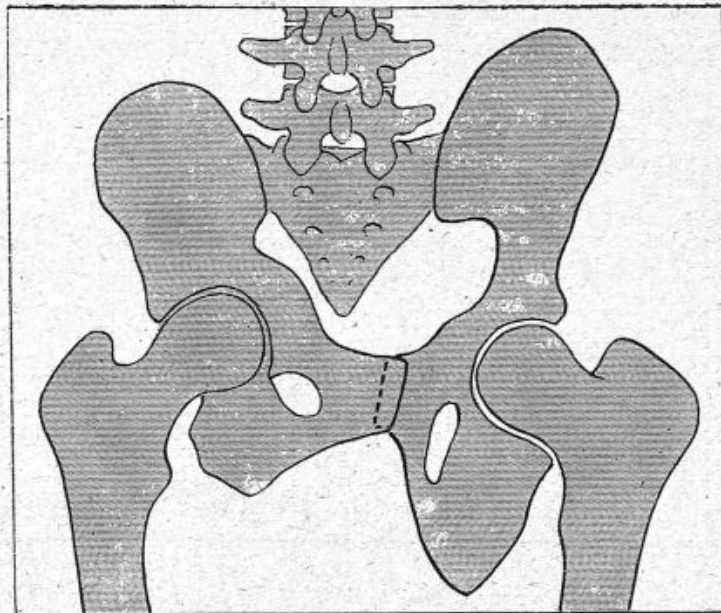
Calque radiographique du cas grave précédent de traumatisme du bassin, avec disjonction pubienne et abaissement de l'os iliaque gauche.
